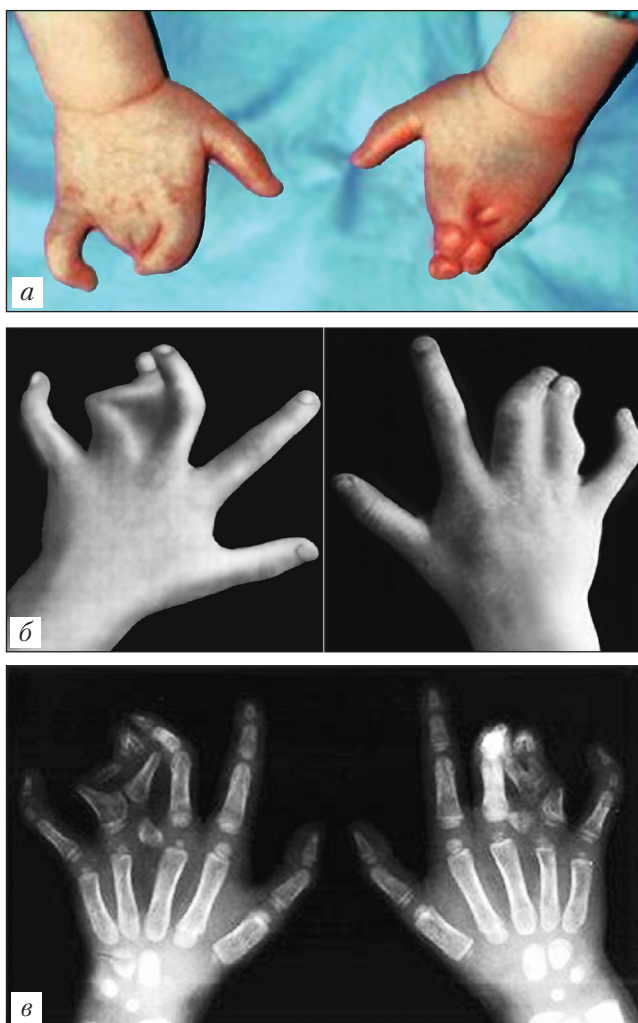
Синдактилия пальцев кисти (а, б). Рентгенодиагностика (в)
